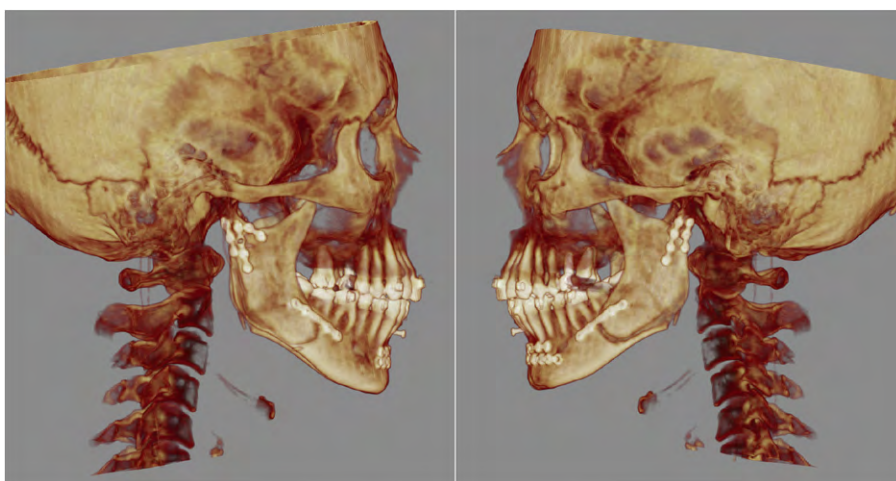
Компьютерная томограмма после операции
